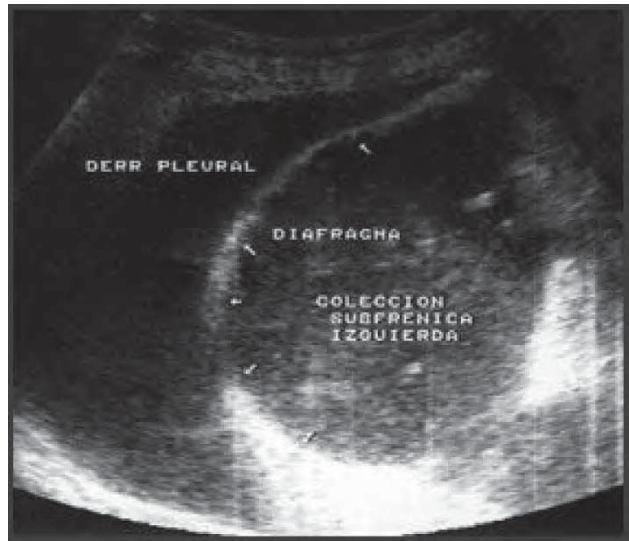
/13.- Ecografía abdominal. Absceso subfrénico polimicrobiano.
